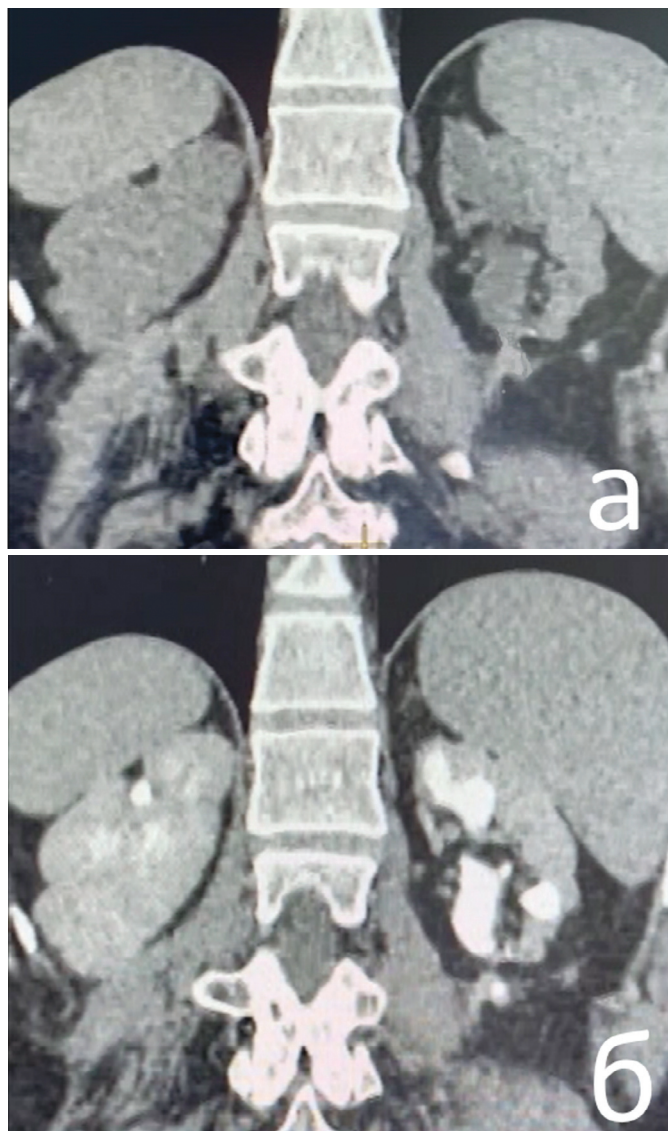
Больная Б. Компьютерная томография почек через 3 года после лапароскопической резекции почки (а – нативное исследование, б – исследование с контрастированием)
